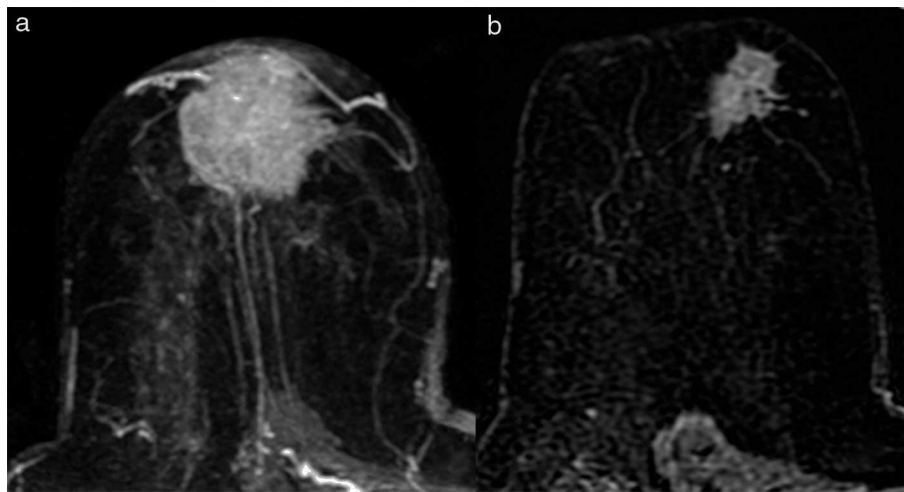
Respuesta radiológica parcial mayor: patrón morfológico tipo reducción concéntrica. a. RM pre-TPS. b. RM pos-TPS.
